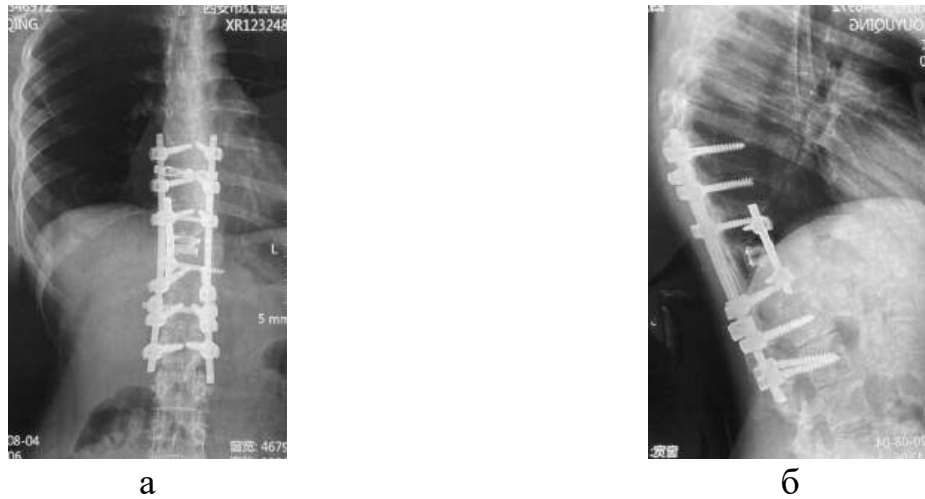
Фотовідбитки рентгенограм хворої Т. у передньо-задній (а) та бічній (б) проекціях через рік після переднього міжтілового спондилодезу
